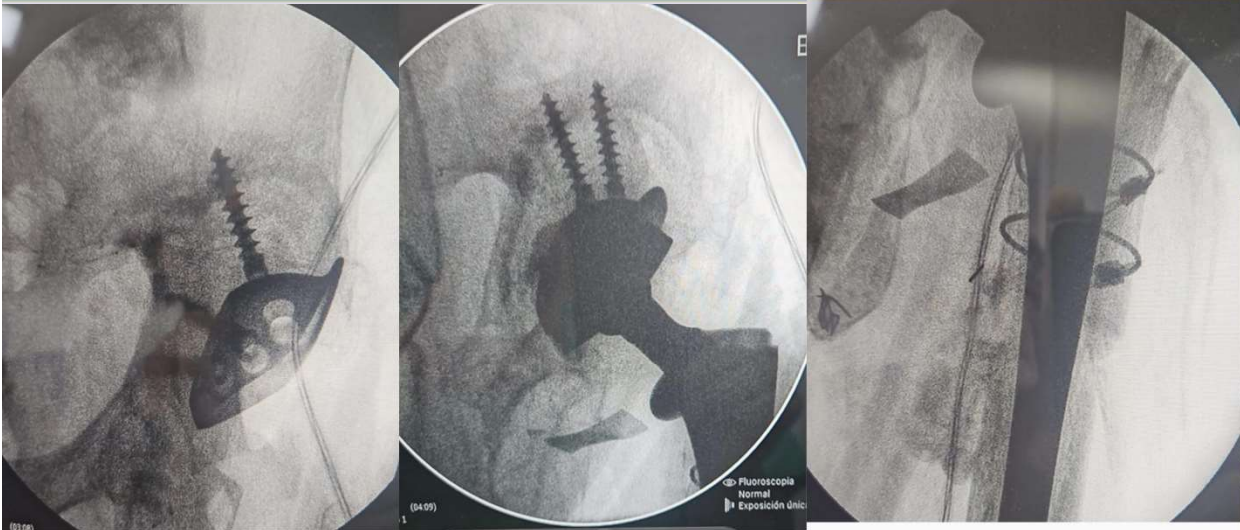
Radiografía postoperatoria se aprecia la colocación de injerto óseo en defecto diafisario
